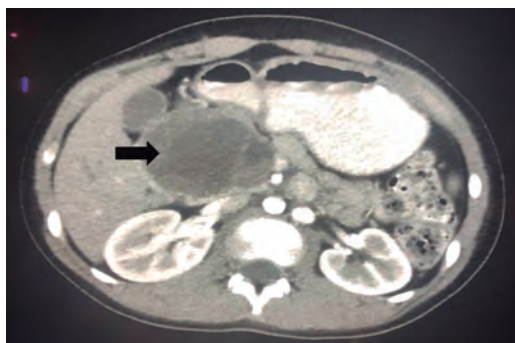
Tomografía axial computarizada con contraste oral y endovenoso donde se evidencia masa tumoral heterogénea tabicada (flecha negra), con áreas de menor densidad quística localizadas en cabeza del páncreas, contornos bien delimitados ($5.9 \times 6.7 \times 7$ cm).
